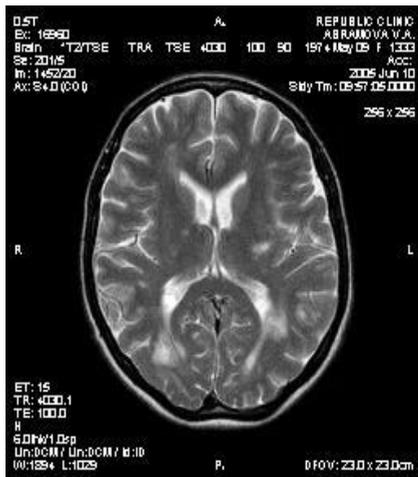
МРТ картина пациентки А. (исследование до ТФН)
